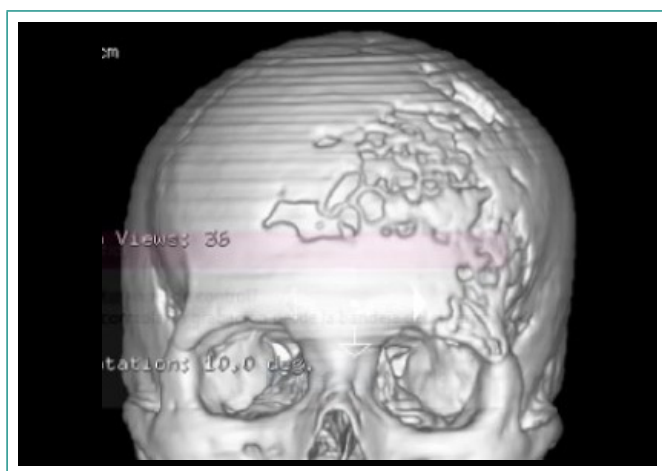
TC de cráneo con reconstrucción 3D. Compromiso de múltiples huesos
